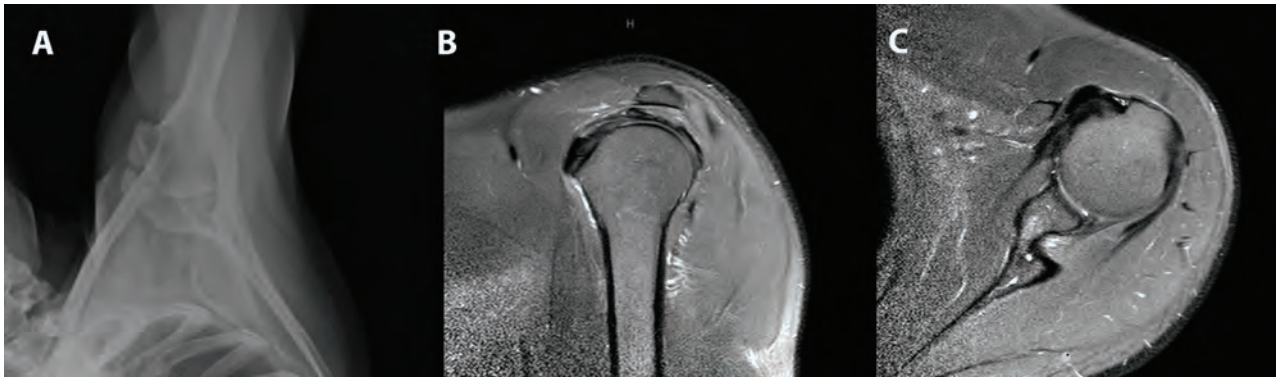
A) Radiografía de hombro izquierdo preoperatoria en proyección axilar donde se observa la calcificación del subescapular. B y C) Cortes sagital y axial respectivamente de la resonancia nuclear magnética preoperatoria demostrando el depósito de calcio por delante del tendón del subescapular.
